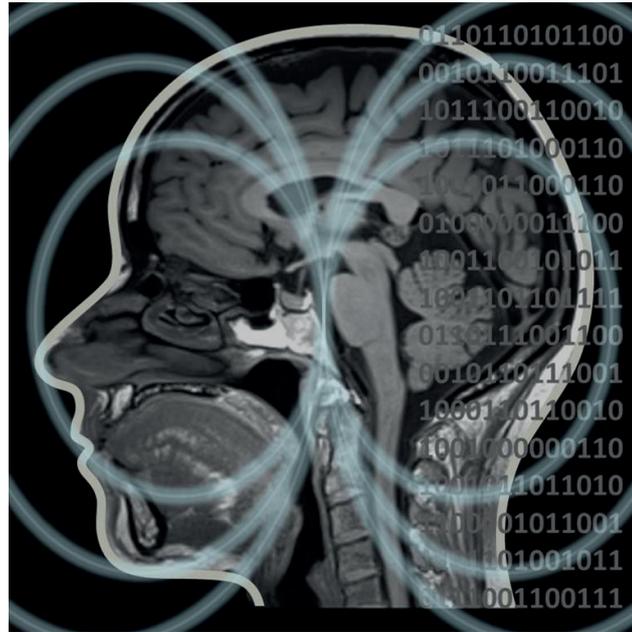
Die Magnetresonanz-Bildgebung erlaubt Schnittbilder des menschlichen Körpers ohne Einsatz ionisierender Strahlung zu erzeugen. Nicht zuletzt aufgrund der digitalen Natur der Bilder wird sie zunehmend schneller, patientenfreundlicher, quantitativer und intelligenter. (© Gert Reiter)
